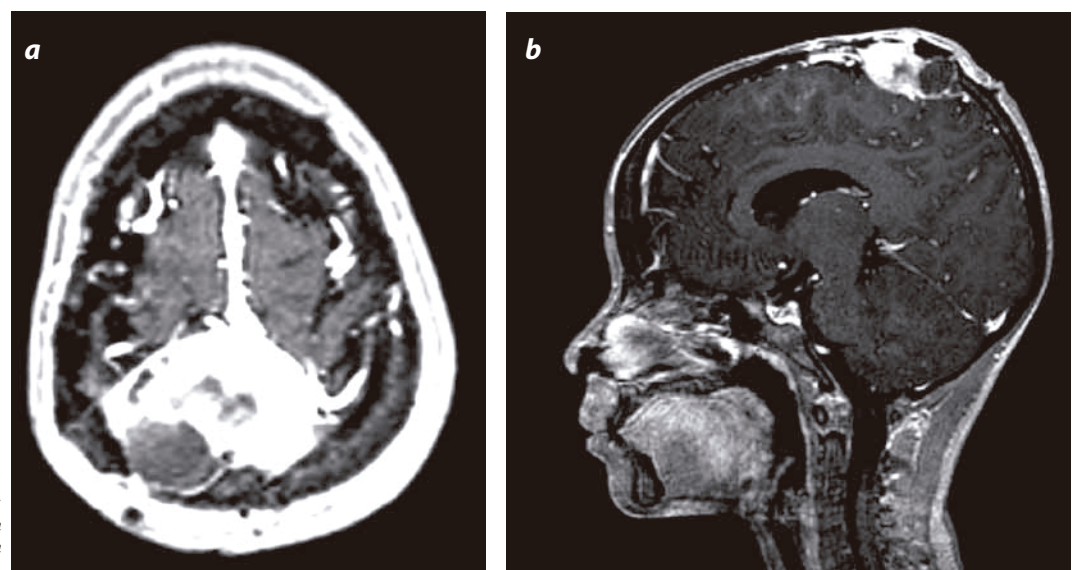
RM con información en T1 posgadolinio: a) transversal y b) sagital: masa parietal derecha, extraaxial, con realce intenso, heterogéneo y destrucción ósea.
